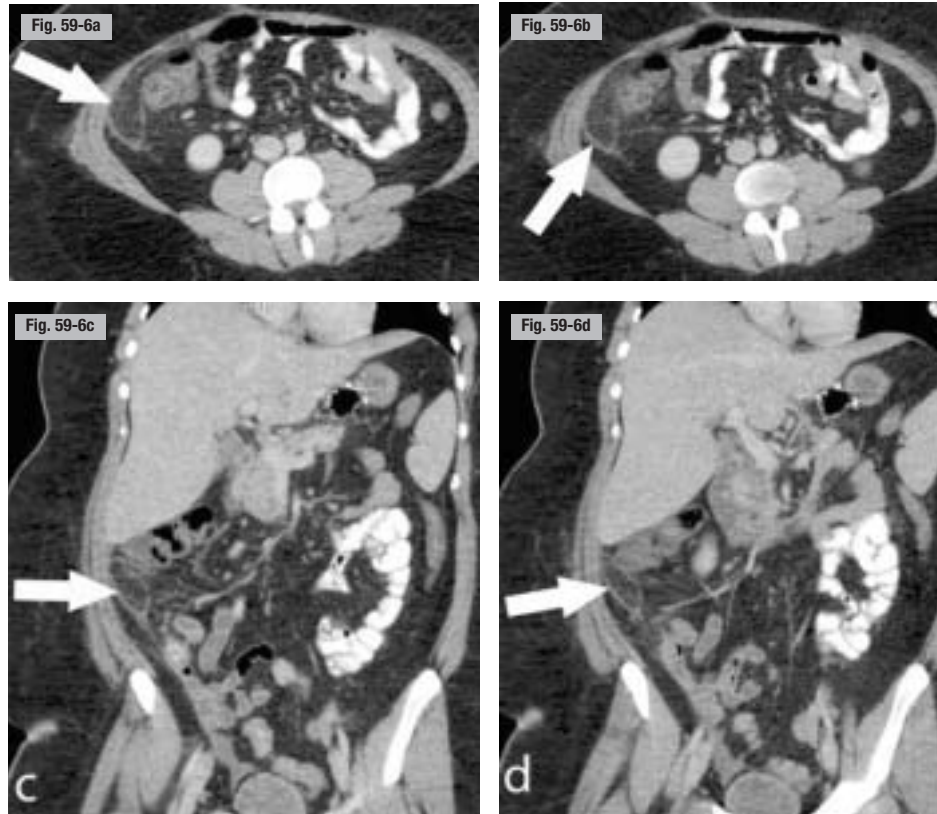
Torsion d'appendice épiploïque (« appendagite ») de la fosse iliaque droite. TDM. a et b) Coupes axiales. c et d) Reconstructions coronales. Image graisseuse « en navette » juxtacolique droite (flèches), avec remaniements du contenu et capsule fibreuse ; aspect caractéristique de torsion d'appendice épiploïque paracolique droit.
